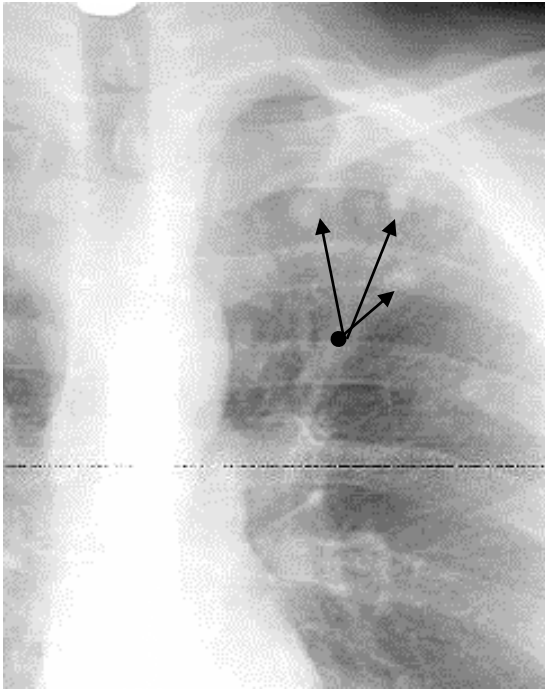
Прицельная рентгенограмма грудной клетки в прямой проекции. В проекции I – II ребер слева крупноочаговые тени средней интенсивности с нечеткими контурами (стрелки). Очаговый туберкулез левого легкого
